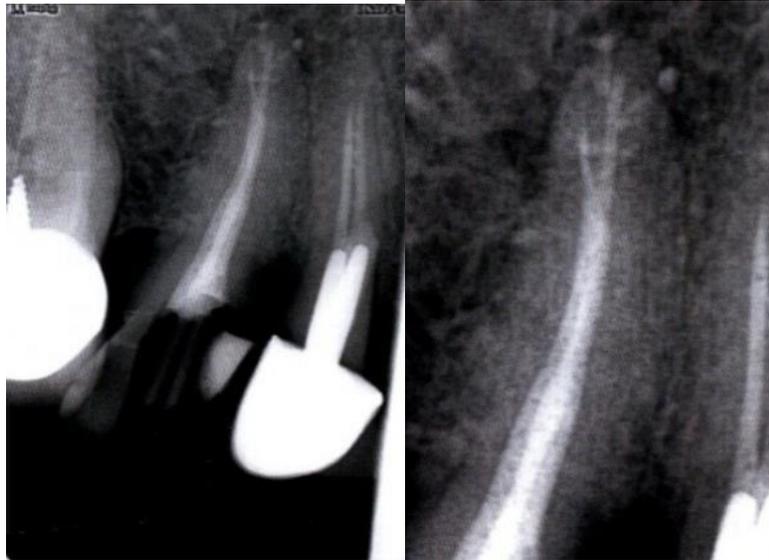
a) Radiographie postopératoire montrant la bonne obturation du delta apical, b) Radiographie postopératoire agrandie.
